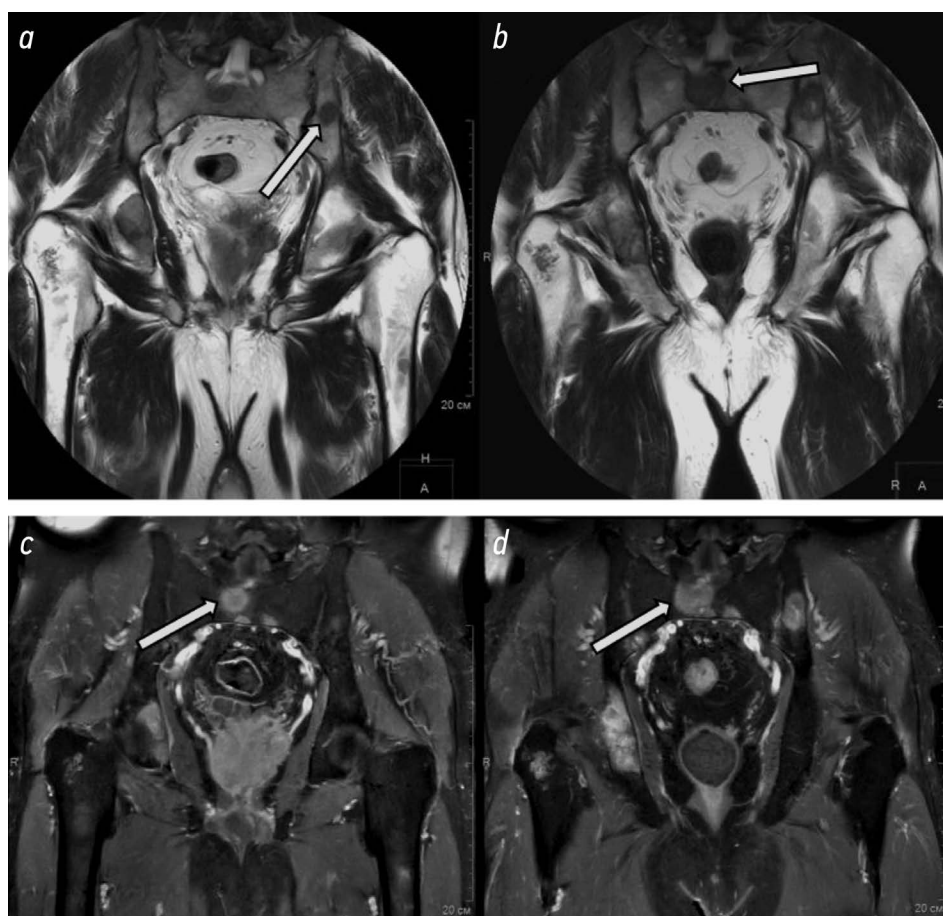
a, b* — магнитно-резонансная томография органов малого таза, фронтальный срез, T2-взвешенные изображения; *c, d* — магнитно-резонансная томография органов малого таза, фронтальный срез, T1-взвешенные изображения; динамическое наблюдение *a, c* от 02.2023 г. и *b, d* 07.2023 г.: остеобластические очаги в костях таза, увеличение размеров очагов при динамическом наблюдении (белые стрелки).
